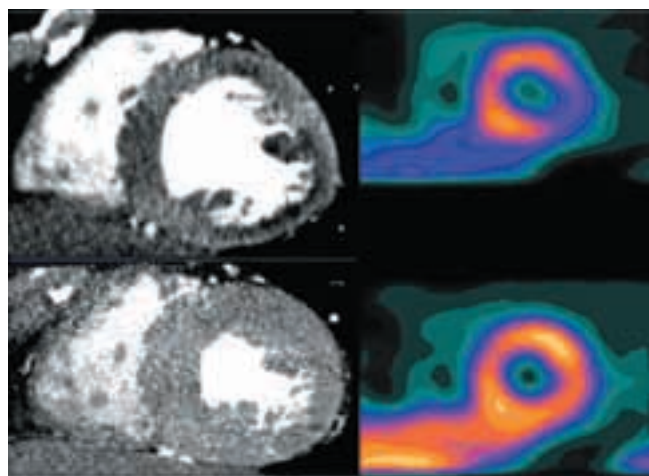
À esquerda, imagem em eixo curto pela tomografia da perfusão miocárdica de repouso (painel inferior) e após dipiridamol (painel superior), evidenciando área de hipoperfusão no segmento ínfero-lateral após estresse, reversível ao repouso. À direita, correlação com cintilografia miocárdica.
